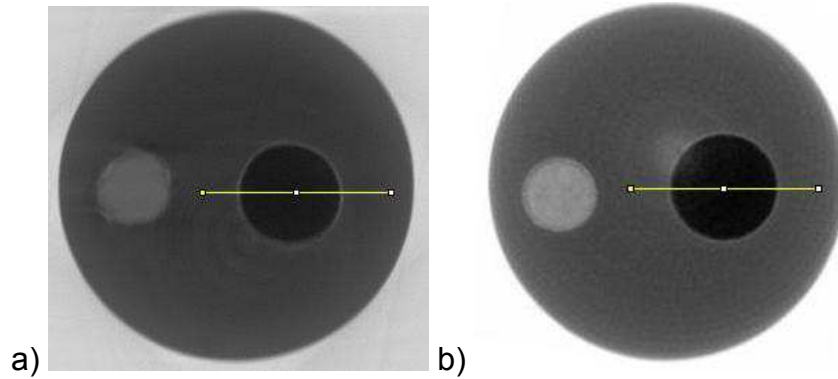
Região selecionada para análise do contraste de fase nas microtomografias com filtro shadow projection .a) μ TC-CF , com distância de $R_1=16\text{cm}$ e $R_2=107\text{cm}$ ($M=7,68$); b) μ TC por transmissão.
